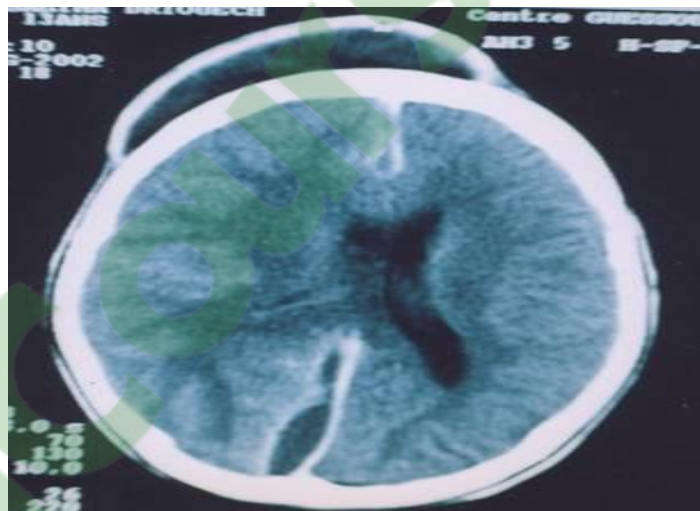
TDM cérébrale en coupe axiale avec injection du produit de contraste montrant un EIH prédominant en postérieur (noté la collection en sous galéal, frontal)
